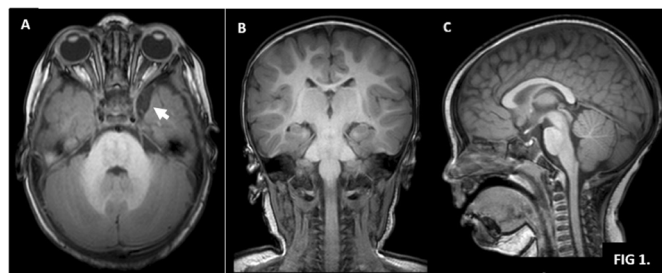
Telangiectasia capilar. Resonancia magnética ponderada en T1, sin contraste. No se observa signos de patología. A) Corte axial: atrofia cortical ténporopolar medial izquierda. B) Corte coronal. C) Corte sagital.
